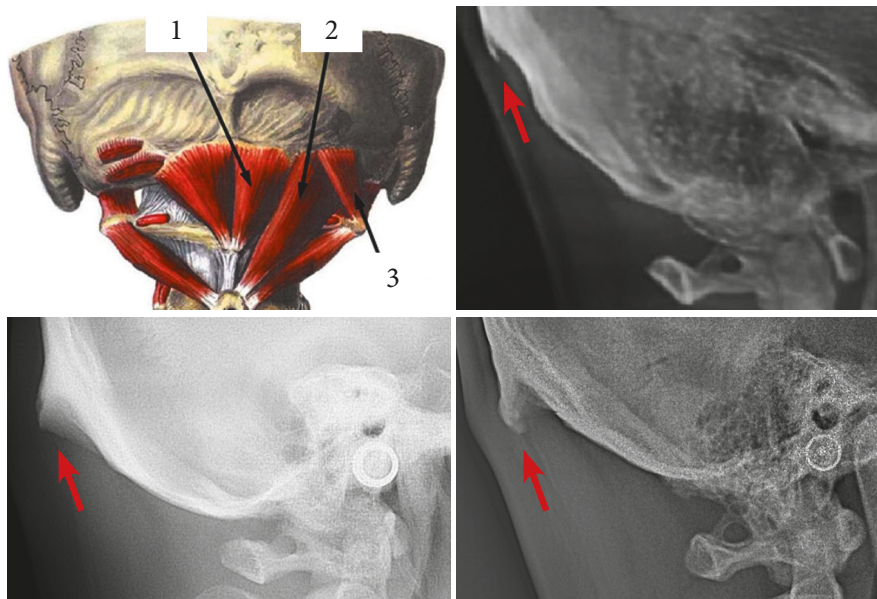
Рентгенологічні опосередковані ознаки гіпертонусу м'язів задньої поверхні шії: посилення кісткового рельєфу потиличної кістки внаслідок кальцифікації зв'язок м'язів, що прикріплюються до потиличної кістки: (1) musculus rectus capitis posterior minor, (2) musculus rectus capitis posterior major, (3) musculus obliquus externus capitis superior
